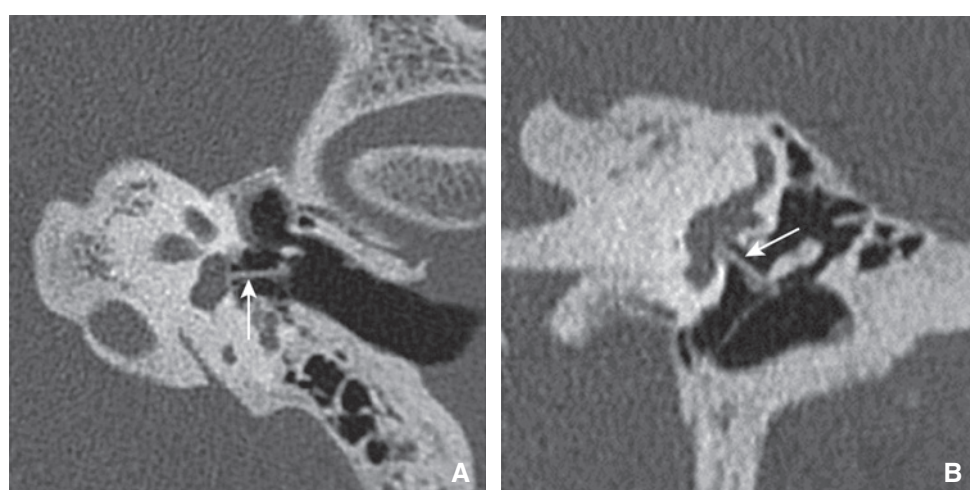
Piston en place. Coupe TDM double oblique (plan axial stapes) (A) et coronale oblique (V ossiculaire) (B) : piston en place au contact de la platine (flèches).
